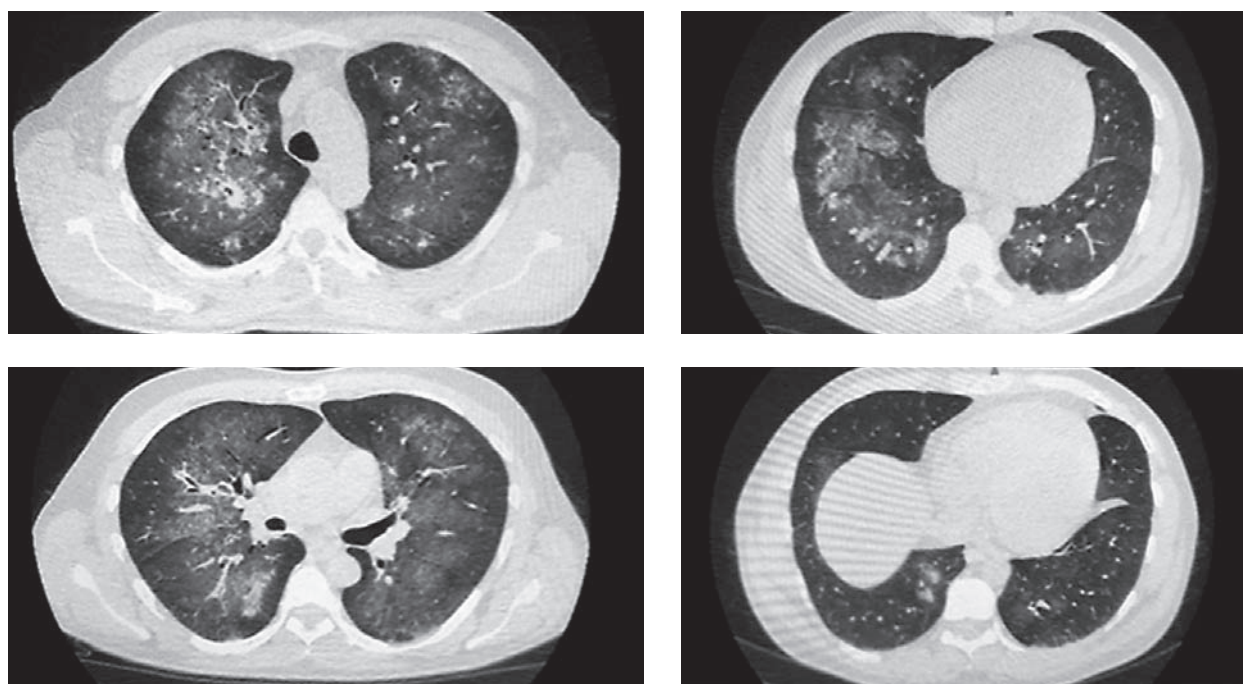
Компьютерная томография органов грудной клетки от 10.04.24: двусторонняя полисегментарная пневмония, гидроперикард
